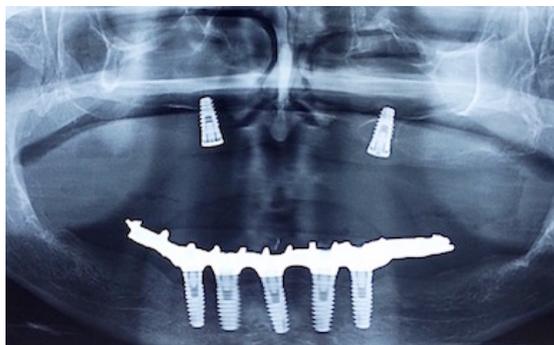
Integridade dos implantes remanescentes e severa perda óssea observadas em radiografia panorâmica.
